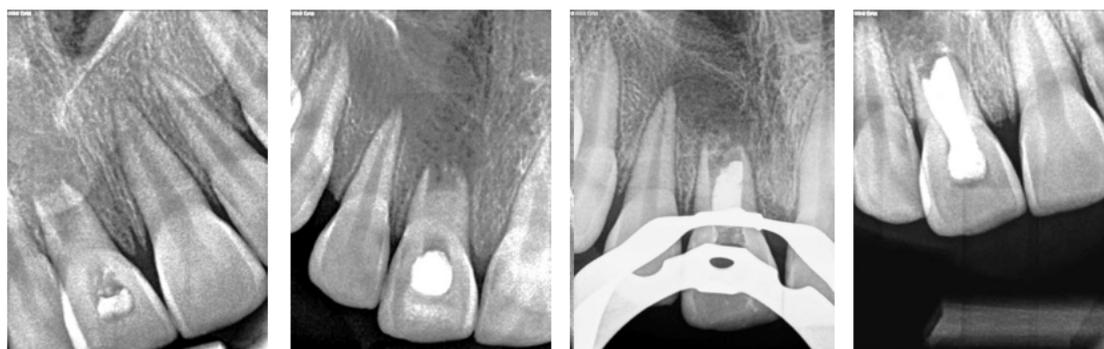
Radiografia inicial do dente 11
